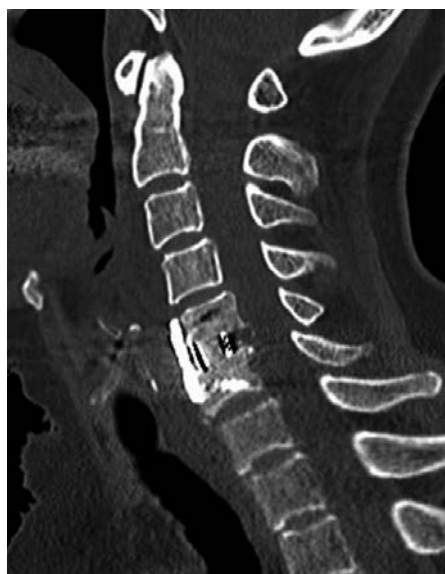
術後CT像、左：矢状断、右：C5/6横断像
